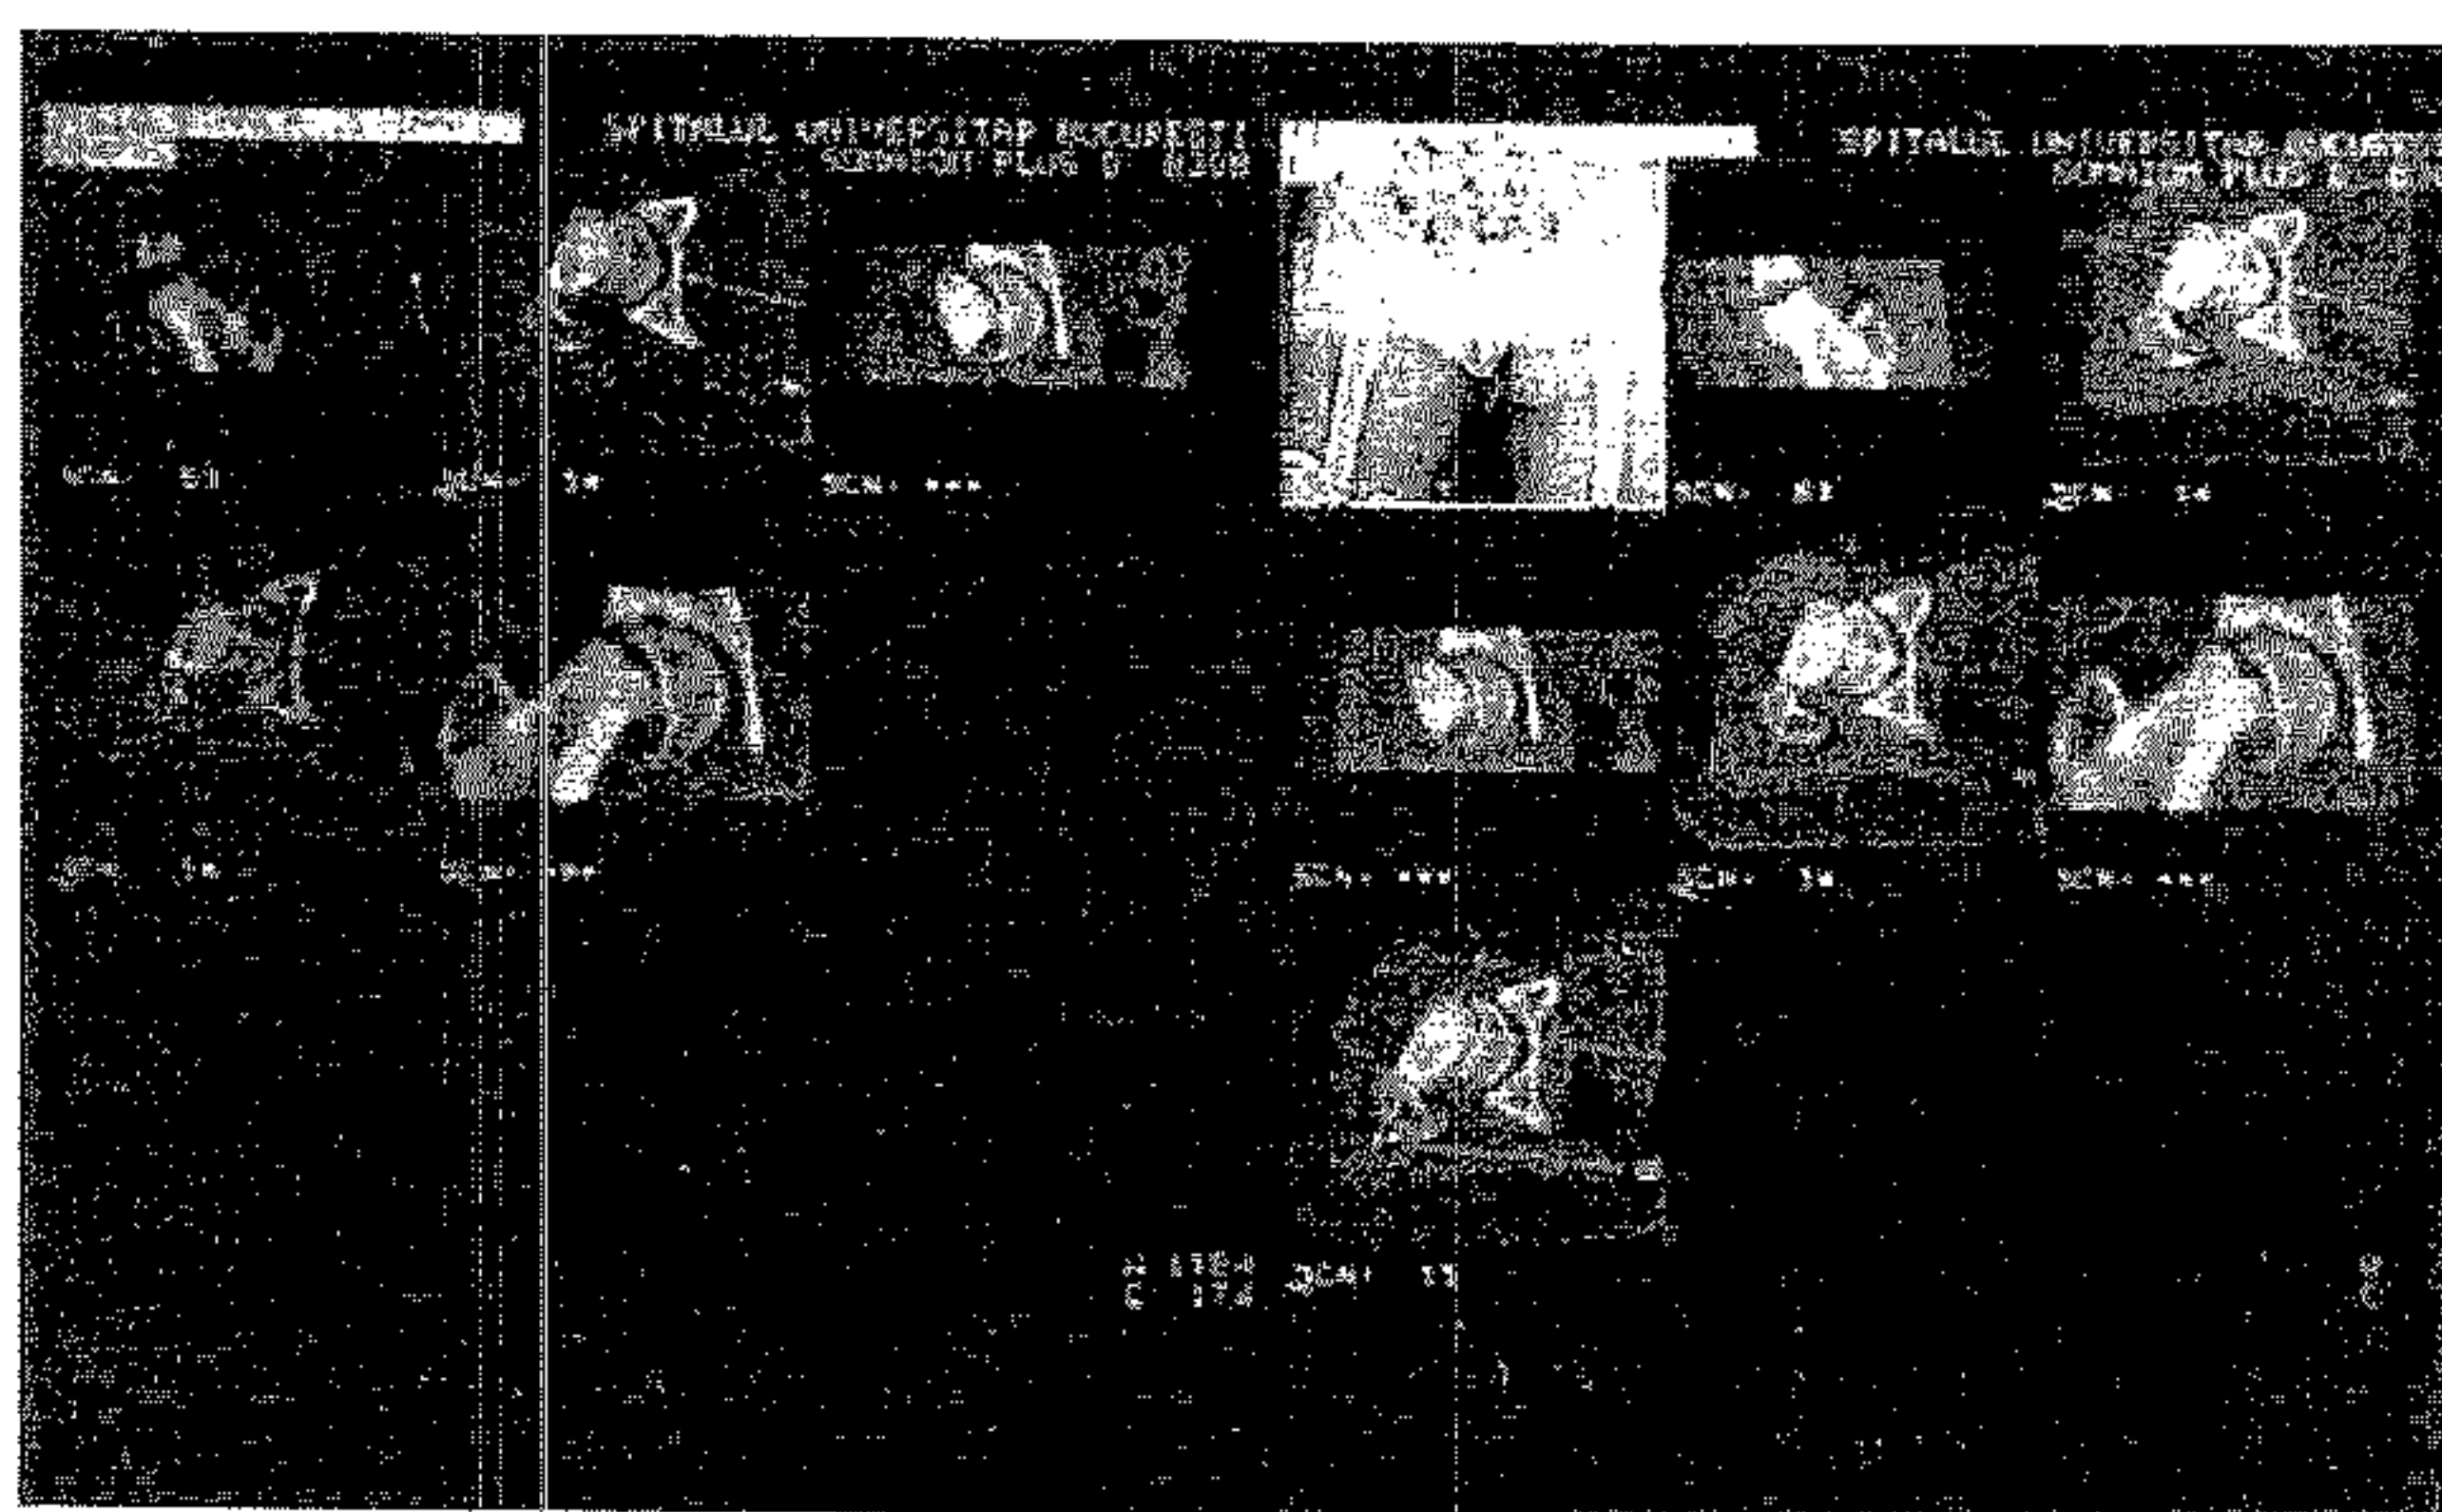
Aspect CT – epifizioliza acută.
